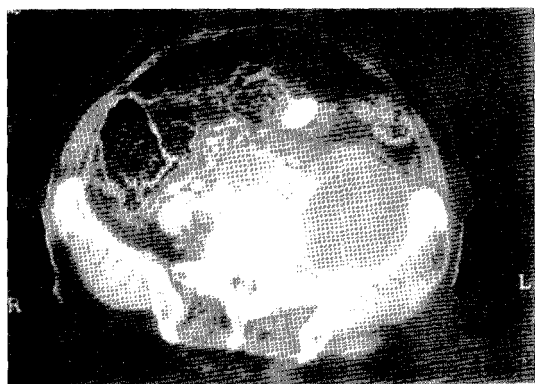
TDM abdominopelvienne montrant une masse de densité liquidienne aux dépens du muscle psoas gauche et étendue en pré-vertébrale.
